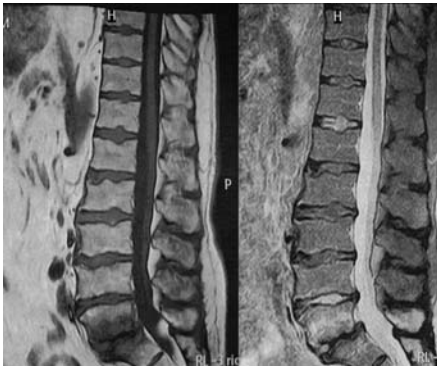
MRT li. T 1, re. T 2 (Modic 1) bei Osteochondrosis erosiva bei Z.n. BS OP L5-S1
